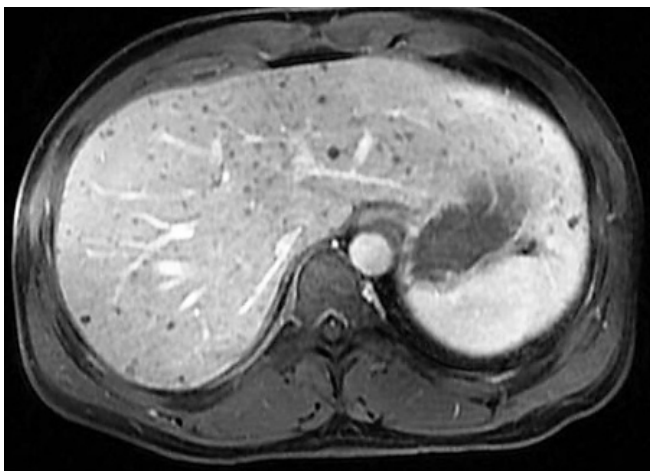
RM con contraste en T1: imágenes redondeadas múltiples de tamaño variable e hipointensas en todo el parénquima hepático.
